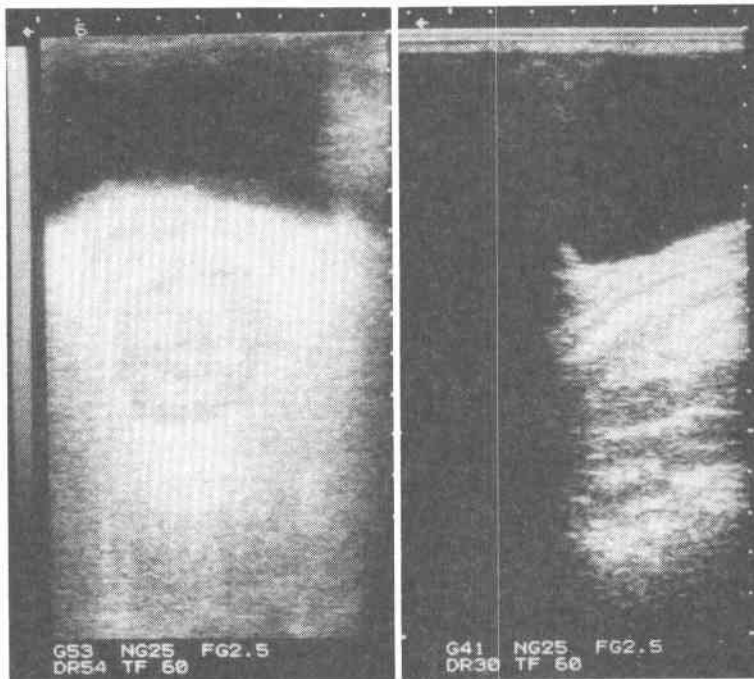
On ultrasonography, suprapubic transverse scans demonstrated a concentric mass posterior to the dorsal aspect of the urinary bladder. Suprapubic sagittal scans showed a layered structure.
